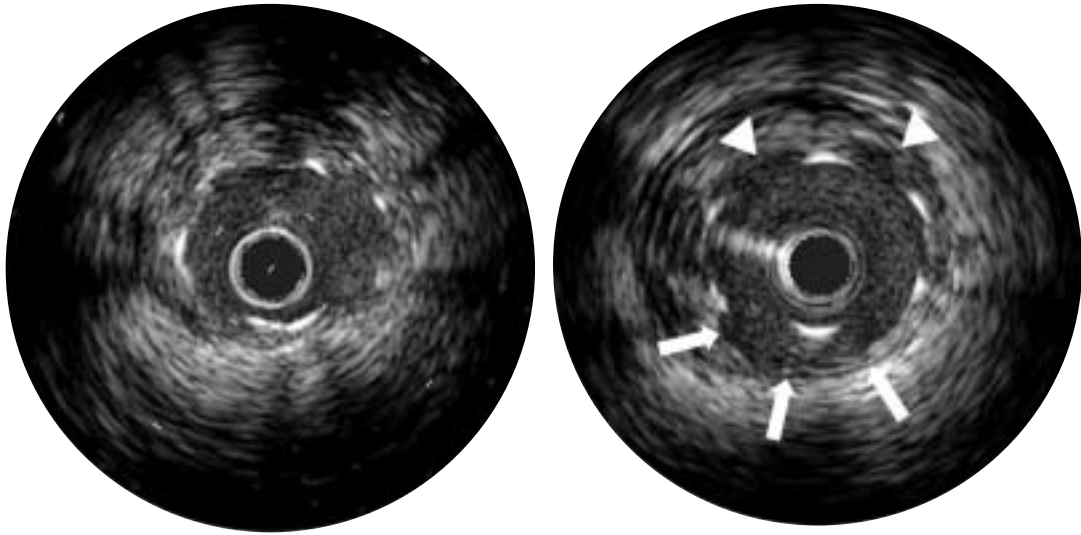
Typical intravascular ultrasound images of late acquired incomplete stent apposition immediately after stent implantation (*left*) and at 8-month follow up (*right*)
